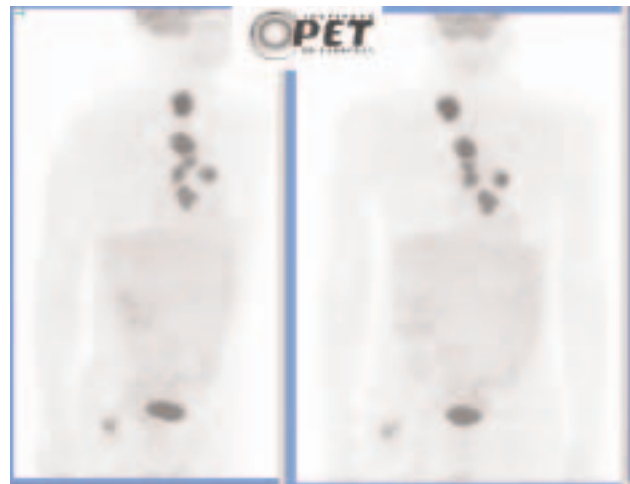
Estudio PET de cuerpo completo (proyecciones volumétricas oblicua anterior derecha y coronal) en un paciente con metástasis supraclavicular derecha de un adenocarcinoma de origen desconocido, en el que se aprecian varios depósitos mediastínicos de elevada intensidad. El más inferior corresponde al tercio inferior del esófago donde se encuentra el tumor primario. Además, se detectó una metástasis ósea femoral derecha.
